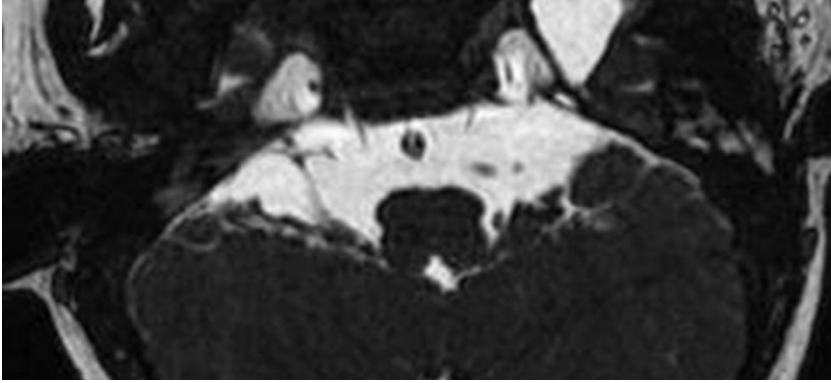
Olgu 2: 3 yaşında erkek hasta, KSNİK. İç kulak MRG incelemede ardışık FIESTA kesitlerinde (a-c) bilateral İAK'lar dilate izlenmektedir.
